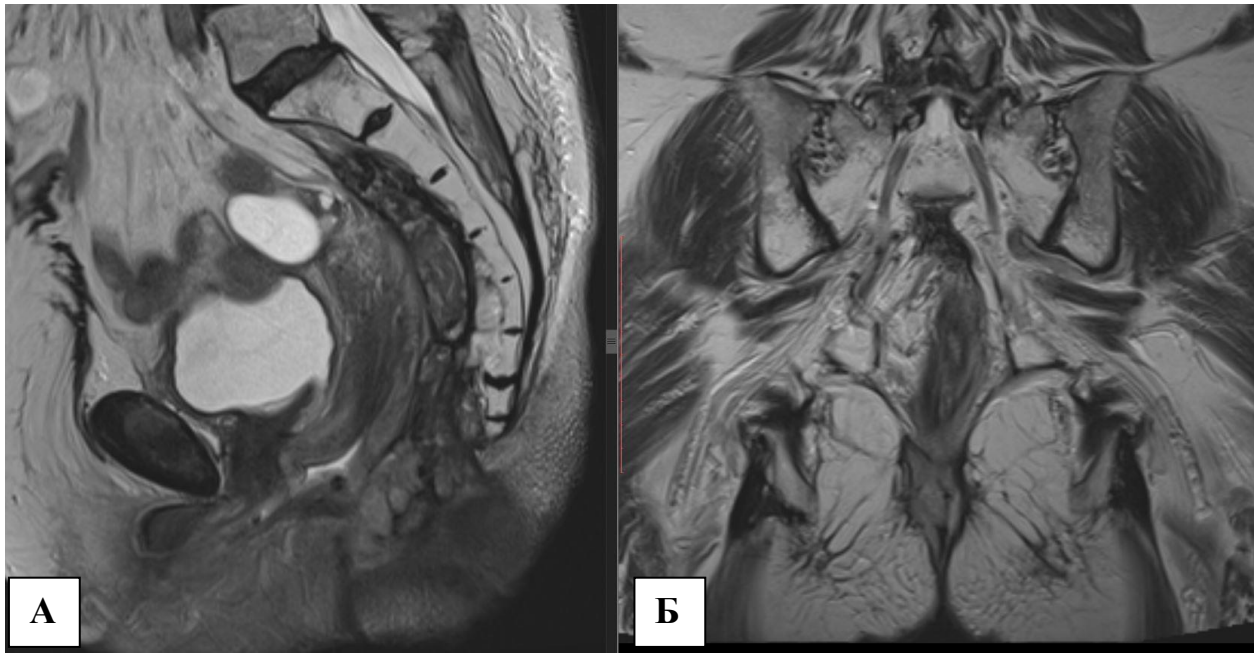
Пациентка 86 лет исследование на этапе планирования третьего этапа криодеструкции – МРТ позволило четко визуализировать в мягких тканях промежности и в перианальной области опухолевую ткань от окружающих неизмененных тканей А) аксиальная плоскость Б) фронтальная плоскость
